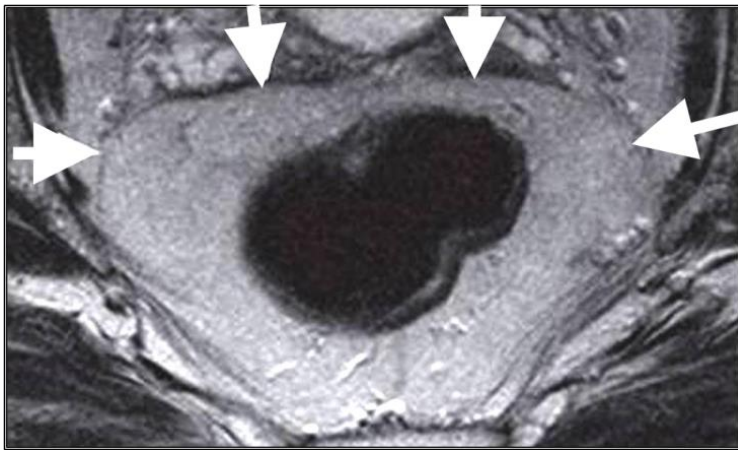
Mezorektum i mezorektalna fascija. Aksijalni T2w prikaz mezorektalnog masnog tkiva visokog intenziteta signala koje je okruženo mezorektalnom fascijom u vidu fine linearne strukture niskog intenziteta signala (Arnd-Oliver Schäfer, Mathias Langer. MRI of Rectal Cancer: Clinical Atlas. Springer 2009; 1 edition).
